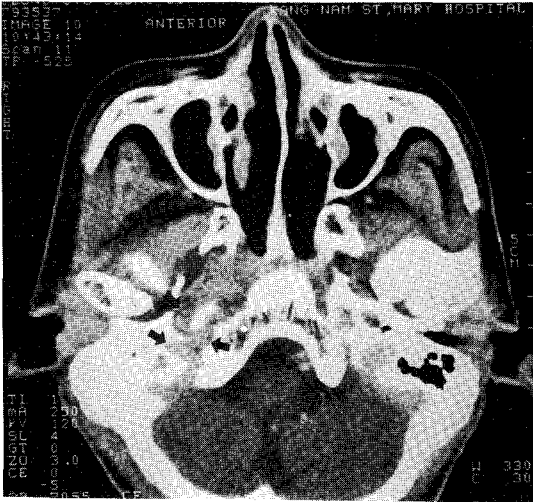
A. The CT scan of head and neck at the initial diagnosis shows a well enhancing soft tissue mass located in the right parapharyngeal area with destruction of adjacent skull base.
